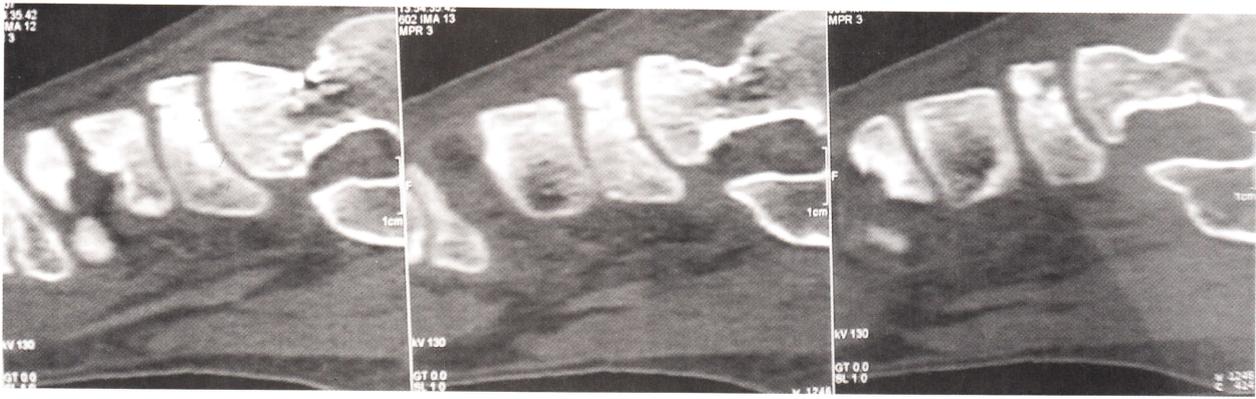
TAC muestra fractura sin desplazamiento de escafoides.
